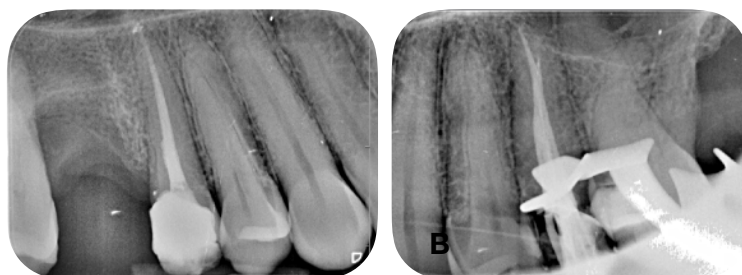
Periapicales 1.5 (A) y 2.5(B)*
